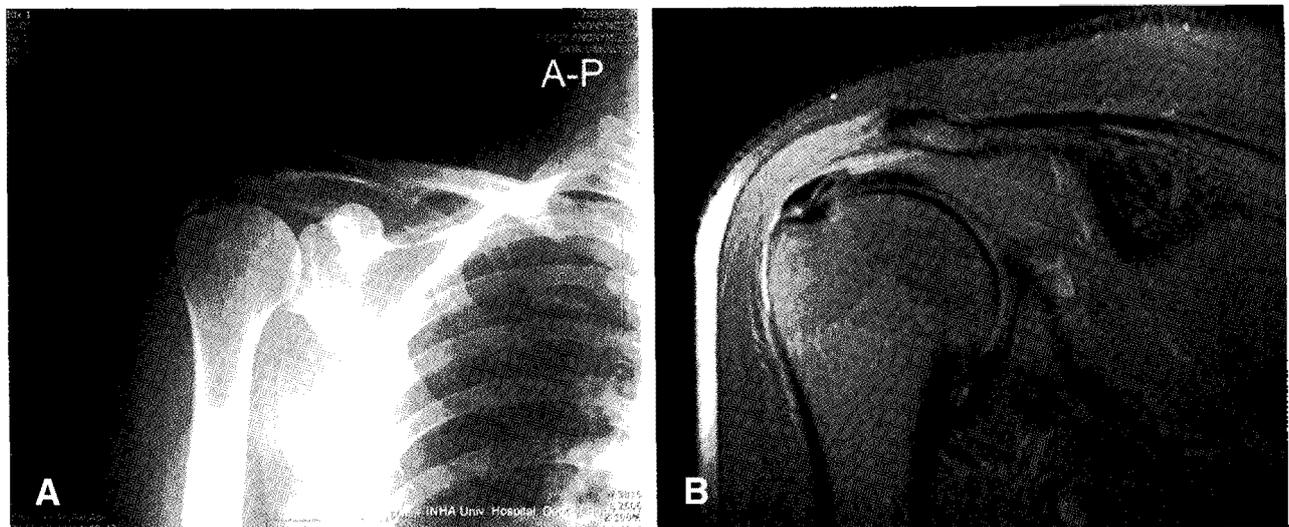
(A) Calcific deposits detected in anteroposterior simple radiograph. (B) T2-weighted coronal MRI.
